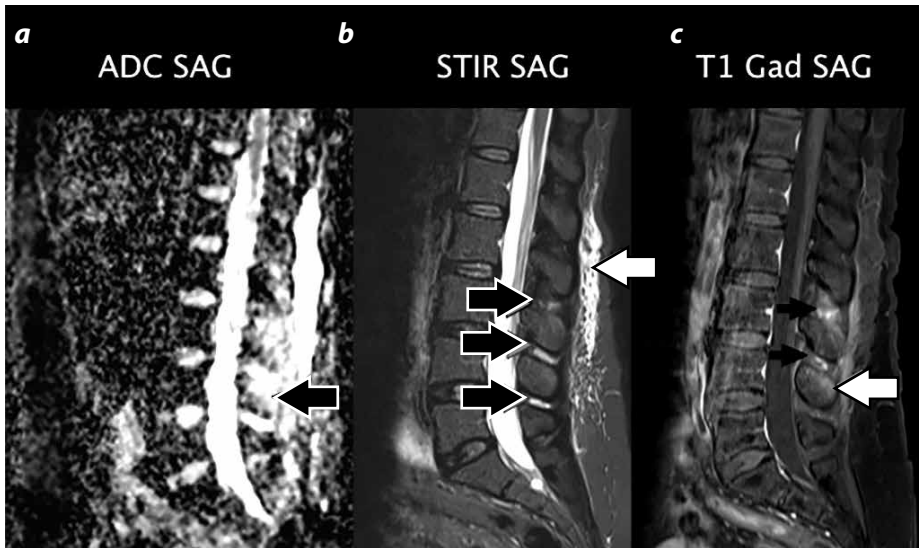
RM a) Sagital ADC sin restricción en la difusión en los ligamentos interespinosos, con aparente restricción de la apófisis espinosa de L4 (flecha). b) Sagital STIR con alta señal en los ligamentos interespinosos L2-L3, L3-L4 y L4-L5 (flechas negras) y en la musculatura paraespinal (flecha blanca). c) Sagital con información T1 FS poscontraste con realce interespinoso (flechas negras) y de la apófisis espinosa de L4 (flecha blanca).
